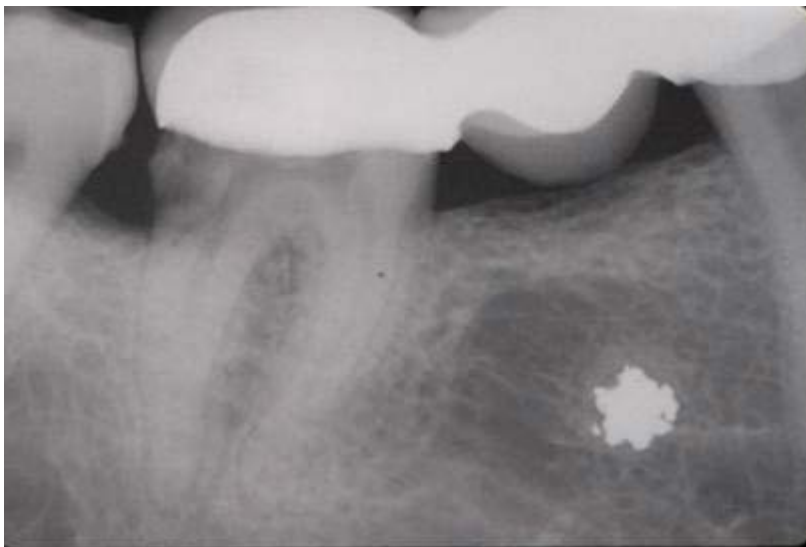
RX periapical centrada en 4.6-4.7. . (RX DIAGNOSTICO)
